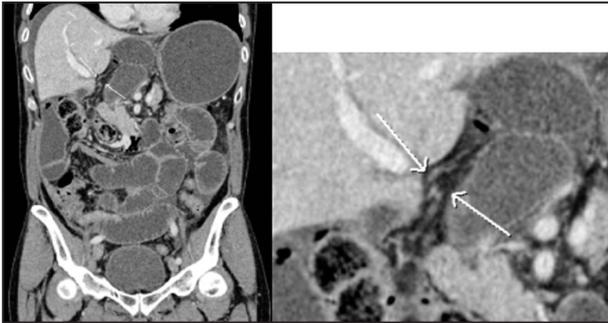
Coupe TDM coronale : pédicule mésentérique de l'anse herniée au travers de l'hiatus de Winslow (flèches).
